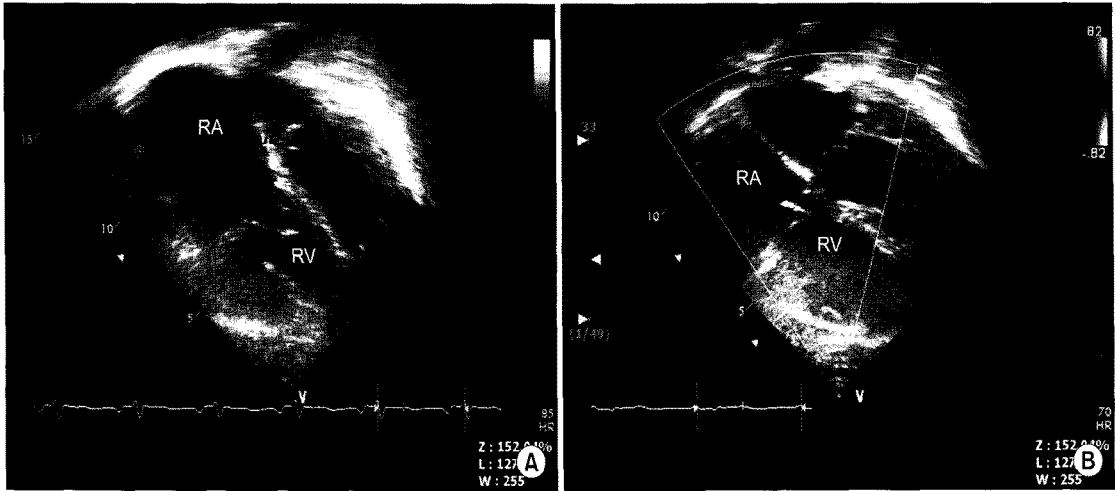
(A) Preoperative echocardiography showing downward displacement of tricuspid valve septal leaflet and enlargement of right atrium, (B) Follow-up echocardiography 9 months after operation showing mild tricuspid regurgitation. RA=Right atrium; RV=Right ventricle.
